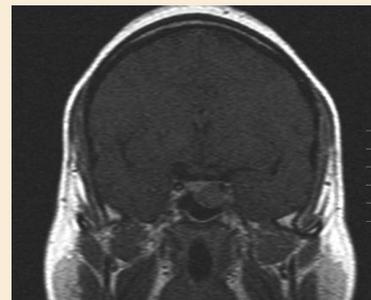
Corte coronal de RMN sin contraste, donde se aprecia ocupación parcial del seno esfenoidal.
